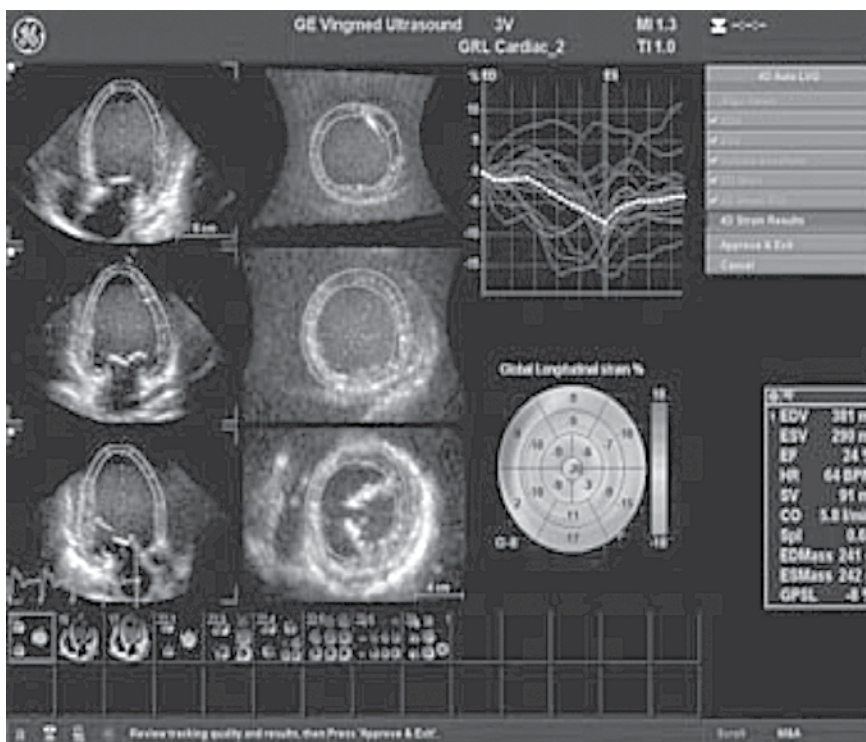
Imagen de ecocardiografía de tensión.
